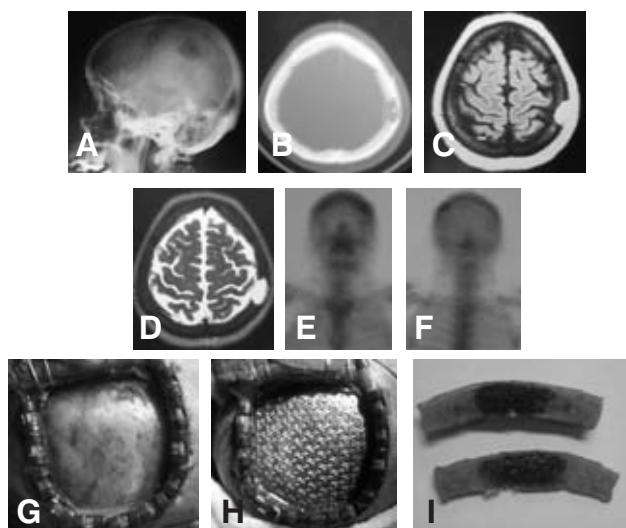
Hemangioma parietal derecho, caso 11. Lesión radiolúcida en lateral de rayos-X (*A*), que se ve hipodensa en la TC axial con ventana para hueso (*B*) y en RM axial T-1 y T2 es hiperintensa (*C,D*) y la gammagrafía ósea (*E,F*). Imágenes transoperatorias (*G,H*) del tumor y de la craneoplastia, respectivamente; y característica macroscópica del espécimen entre las tablas interna y externa del hueso (*I*).
